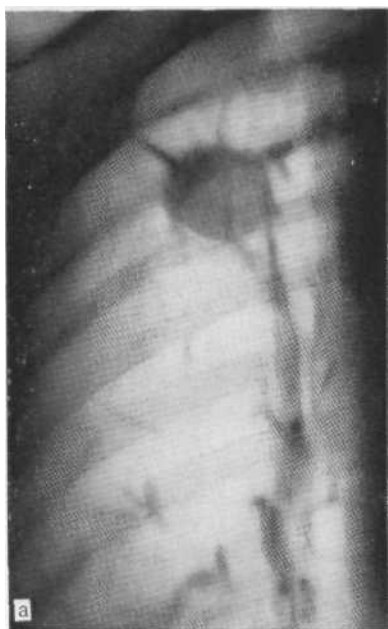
Томограмма в прямой проекции (а) и направленная бронхограмма (б). Хроническая пневмония. Диагноз установлен с помощью бронхографии. Операция.
